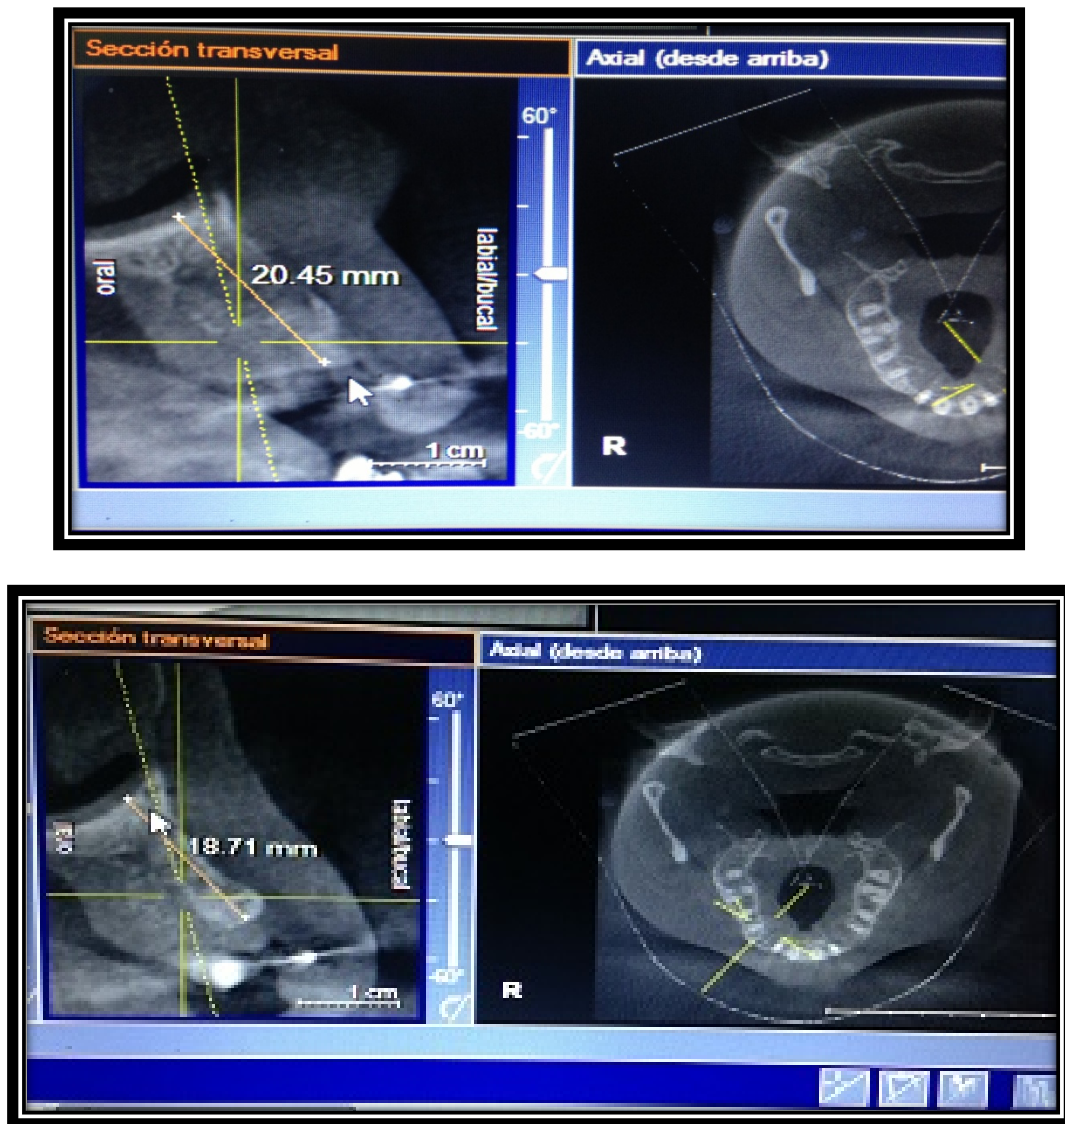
Tomografía axial
